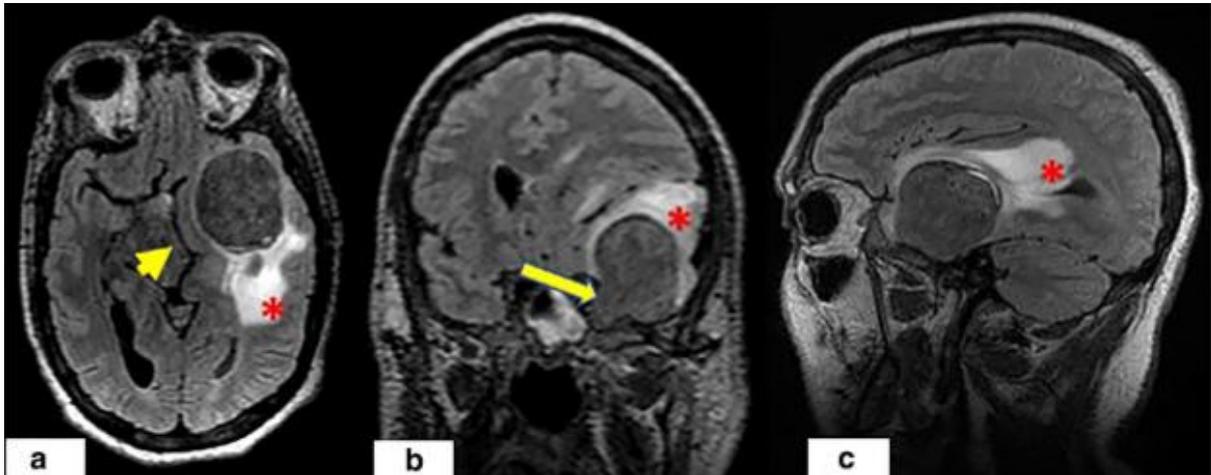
radiographie d'une crâne montrant un plasmocytome dural (Gregorio L M, 2019).
